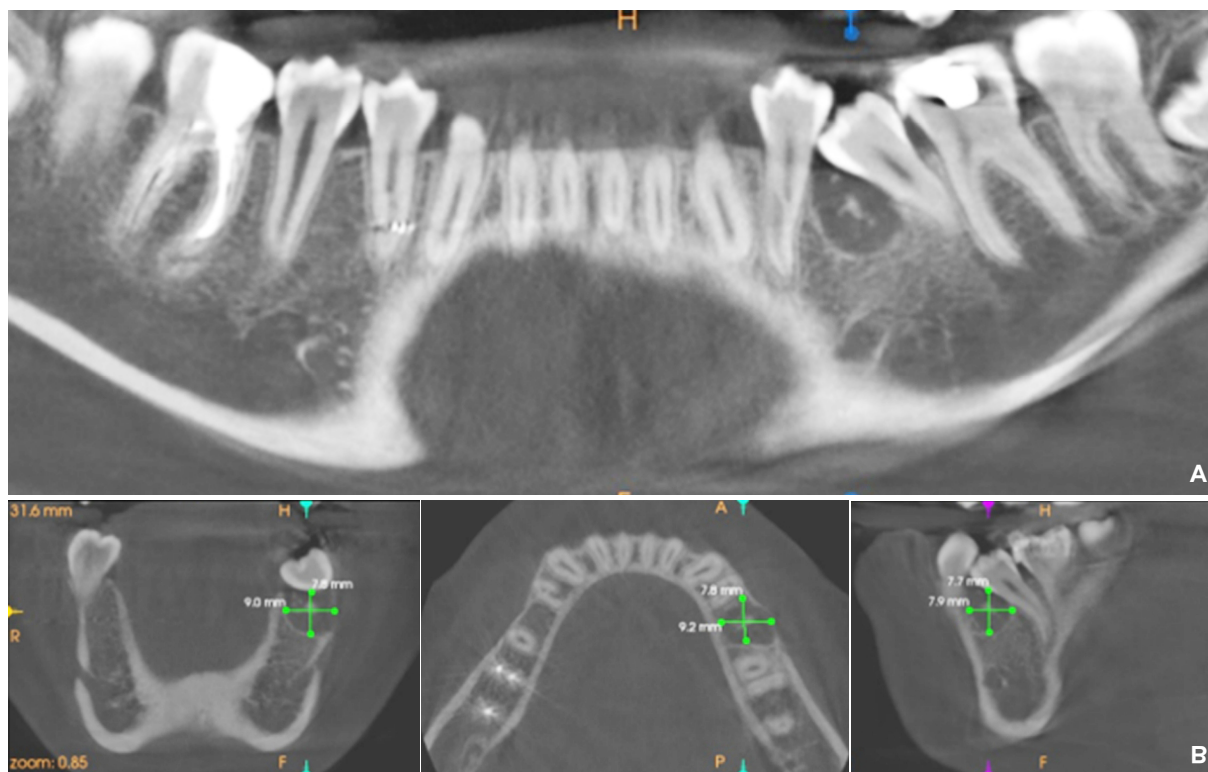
Tomografía cone beam. A. Imagen panorámica. B. Imagen coronal, sagital y axial.
